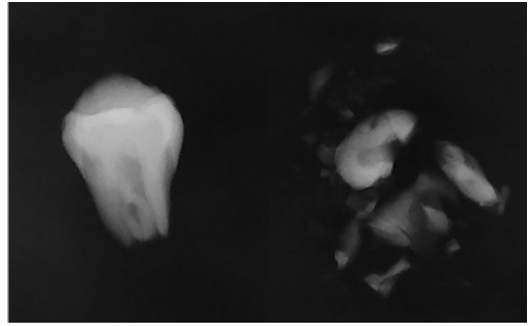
Radiografías antes y después de ser sometidos a 600°C.
